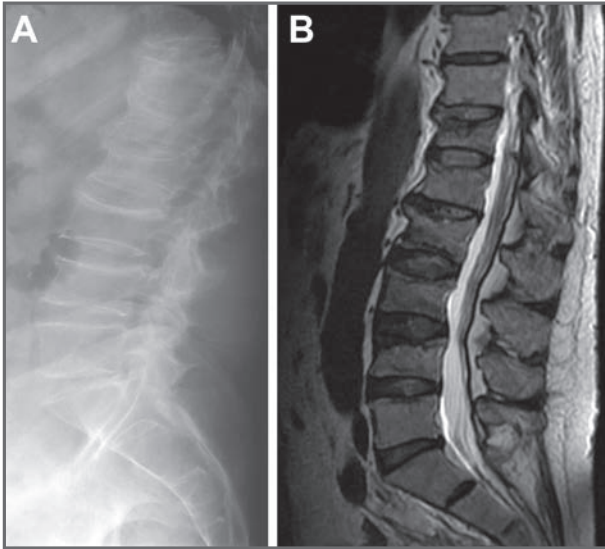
Rx lateral (A) y RM (B) prequirúrgicas.
